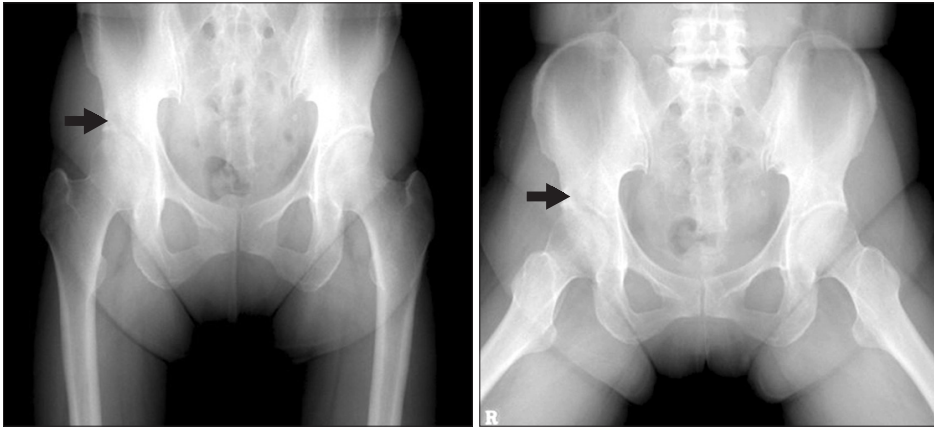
Both hip anteroposterior and frog leg radiographs obtained two months after the onset of pain in the right hip show ill-defined osteolytic lesion with focal poorly delineated right acetabular cortex.
